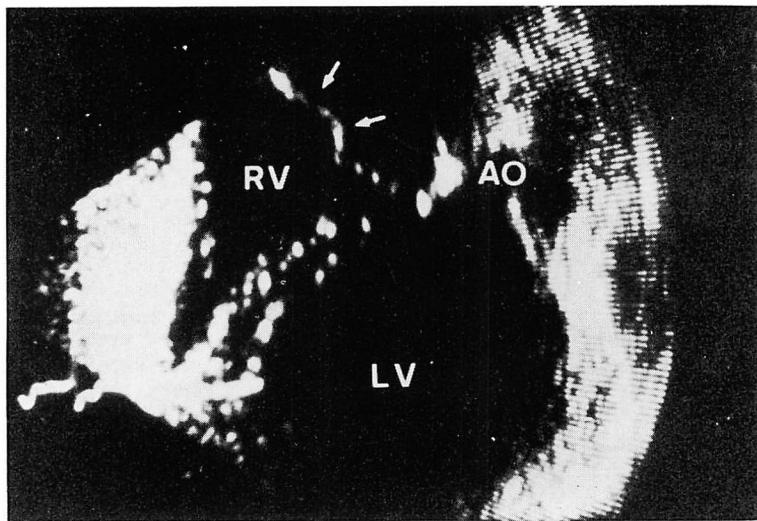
Two-dimensional echocardiogram obtained by subxiphoid approach.
